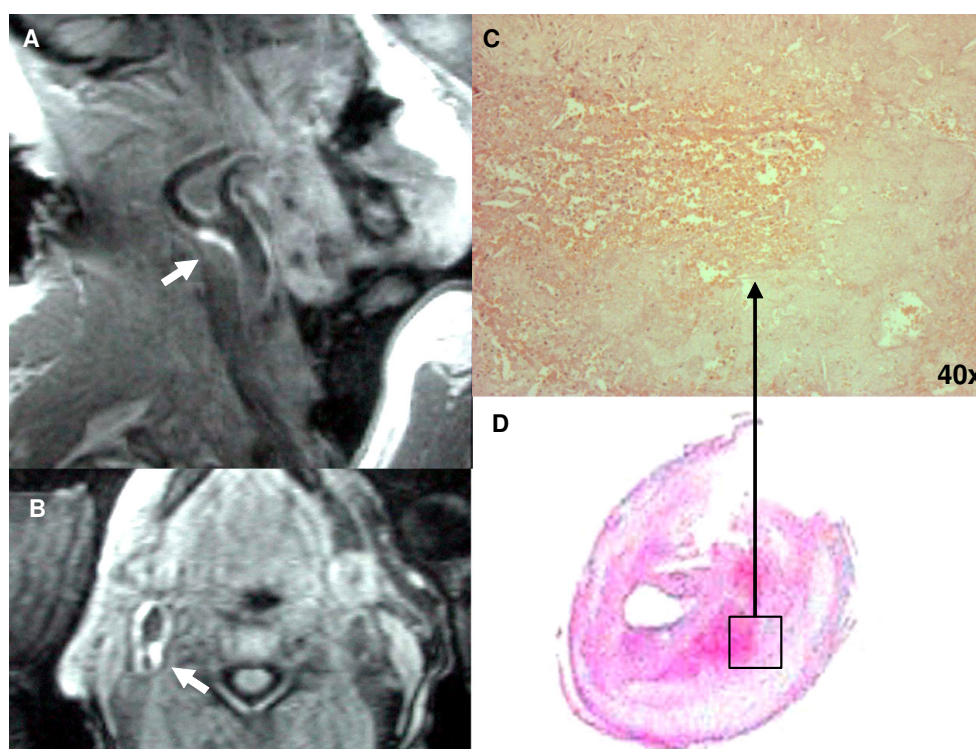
Presença de sinal hiperintenso na ressonância nuclear magnética nos cortes sagital (A) e axial (B) Análise histológica demonstrando presença de hemorragia em hematoxilina e eosina (C e D).
